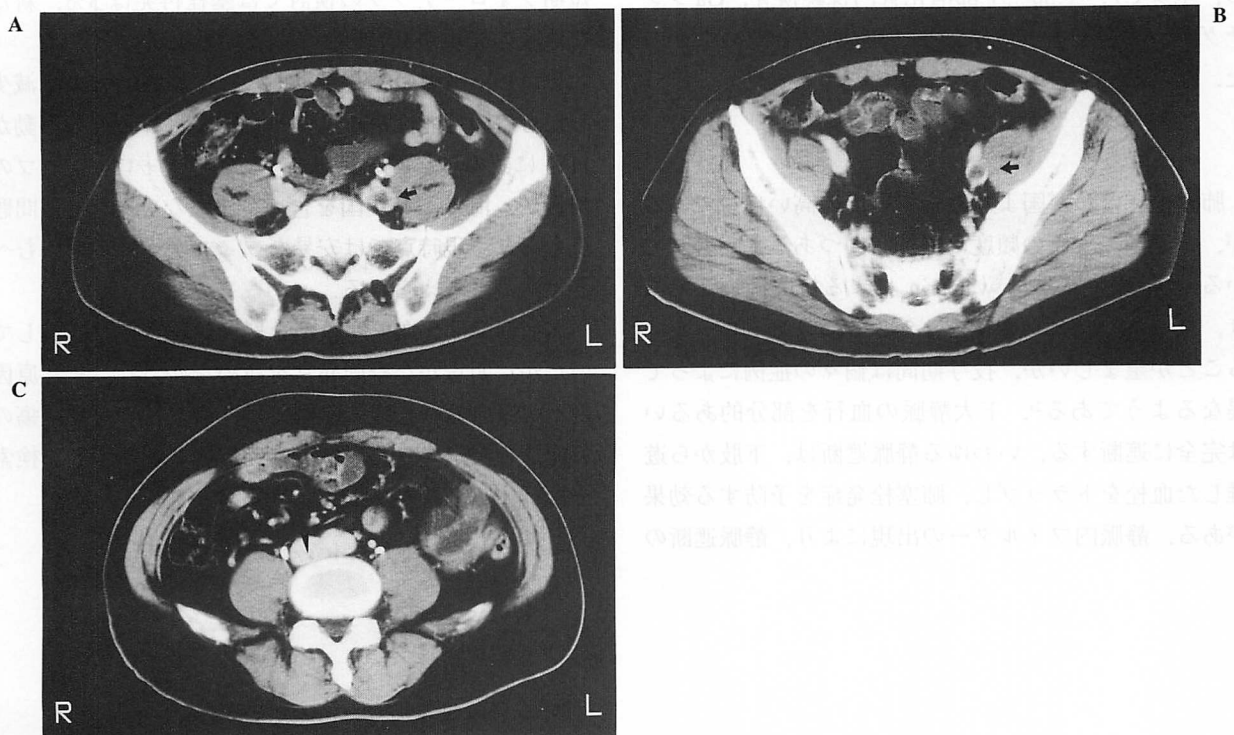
Postcontrast computed tomography scans showing (A, B) an extensive, floating filling defect in the center of the left iliac artery (arrows), and (C) an intraluminal thrombus in the inferior vena cava (arrowhead)
